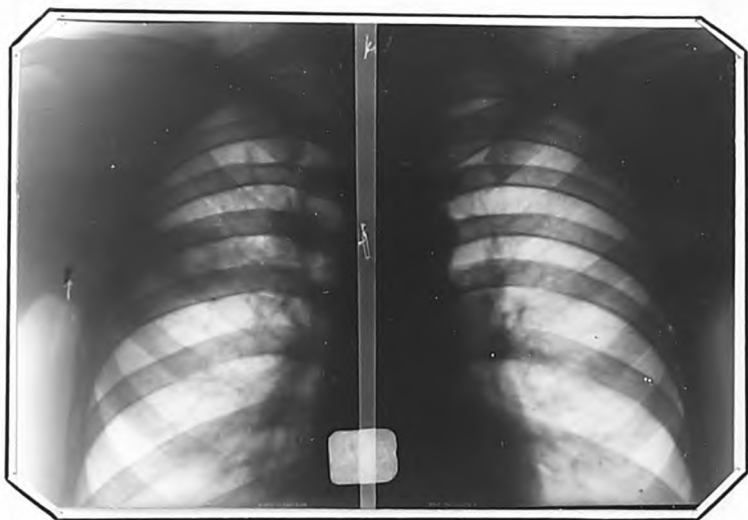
Рентгенограмма больного М., 36 лет, от 9.VII.1947 г. Справа, за III ребром, инфильтрат с распадом
